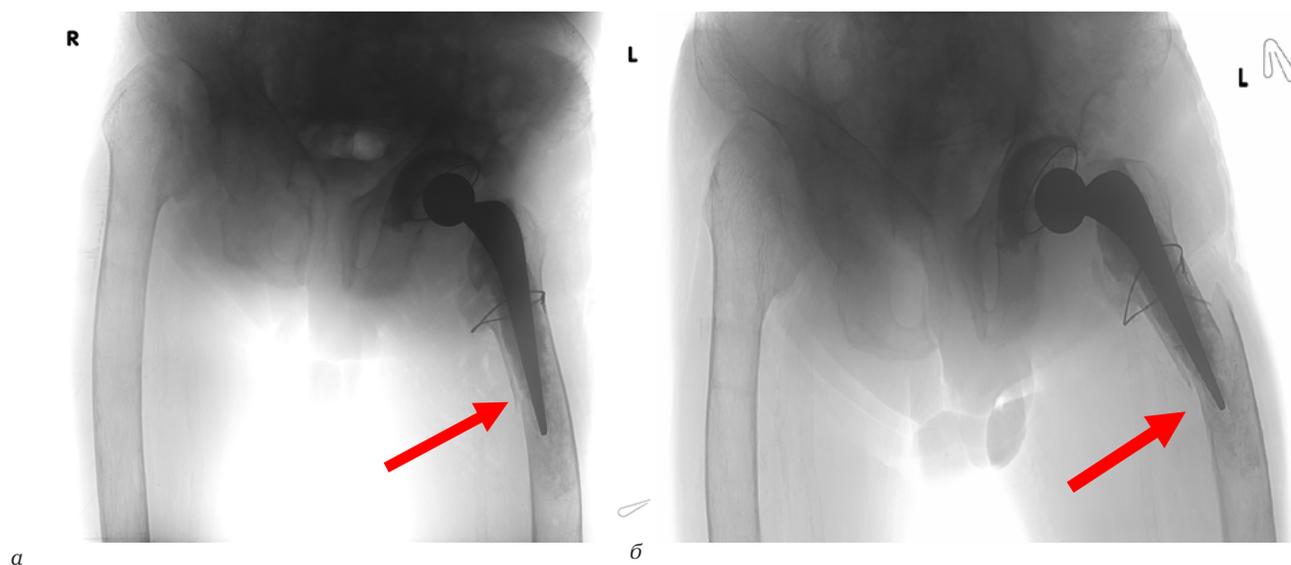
Послеоперационный рентген-контроль: *а* – 1-е сутки после операции; *б* – 7-е сутки после операции
